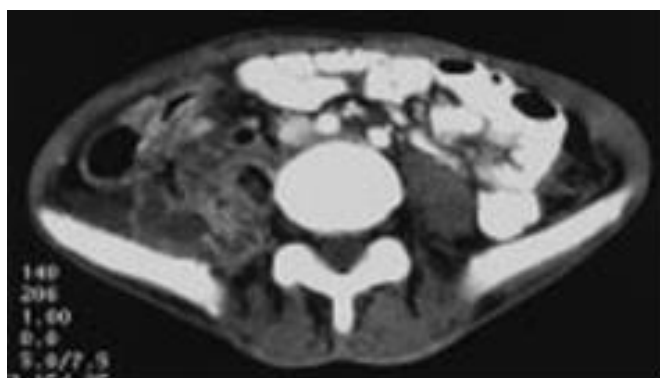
une TDM objectivant un épaissement pariétal de la jonction iléocæcale rehaussée par le contraste, associé à une collection abcédée se rehaussant en périphérie [10].
